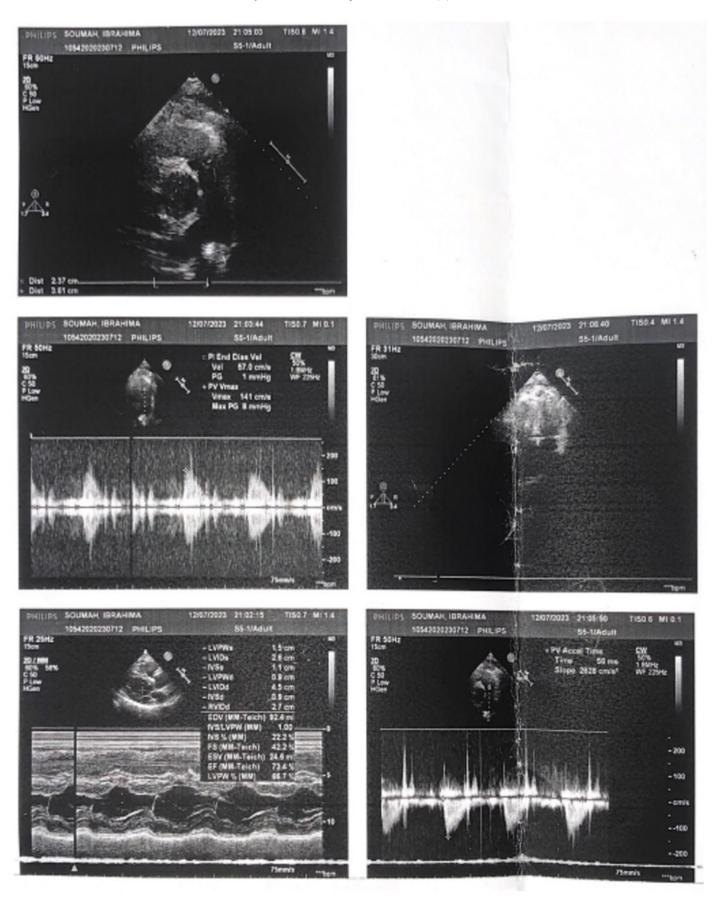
Echographie doppler cardiaque
